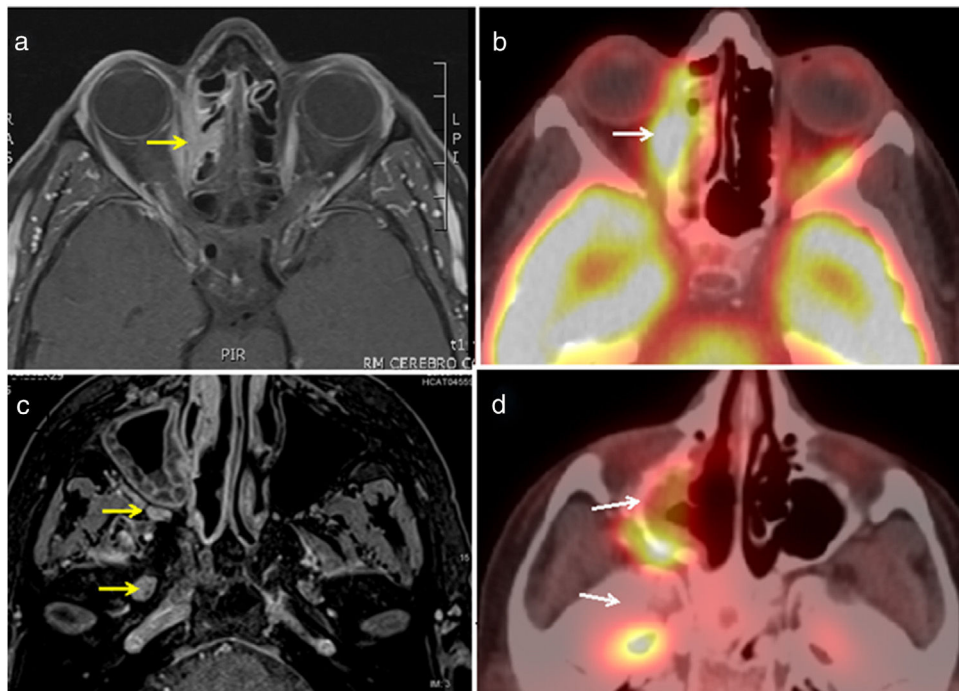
Imágenes de RM axiales potenciadas en T1 con supresión grasa tras la administración de contraste IV (a y c) y de PET/TC (b y d): hipermetabolismo de la lesión infiltrativa orbito-craneal derecha (espacio extraconal y celdillas etmoidales, fosa pterigopalatina y agujero oval).
